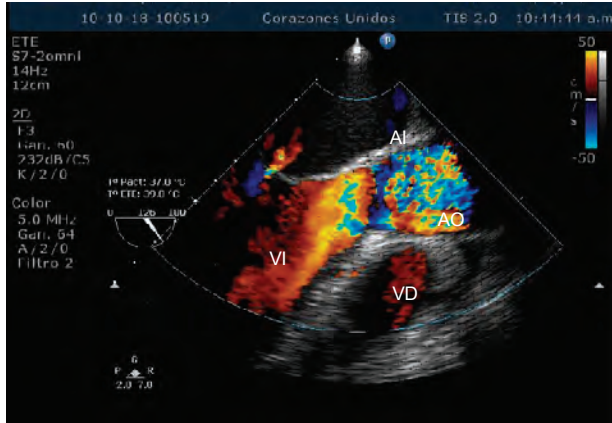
Ecocardiograma transesofágico en vista longitudinal de una estenosis aortica severa, notese el mosaico multicolor en la valvula estenotica. AI = auricula izquierda, VI = ventrículo izquierdo, AO = aorta, VD = ventrículo derecho
